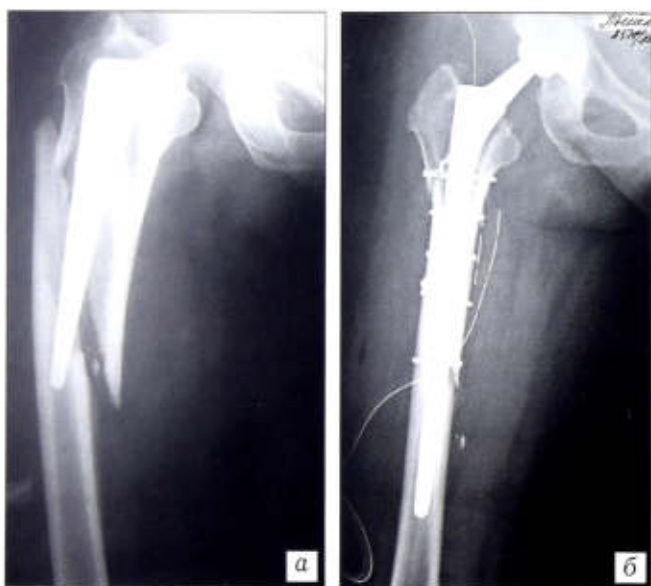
Рентгенограммы больной П. 63 лет до (а) и после (б) ревизионной операции с использованием ножки Wagner SL.
